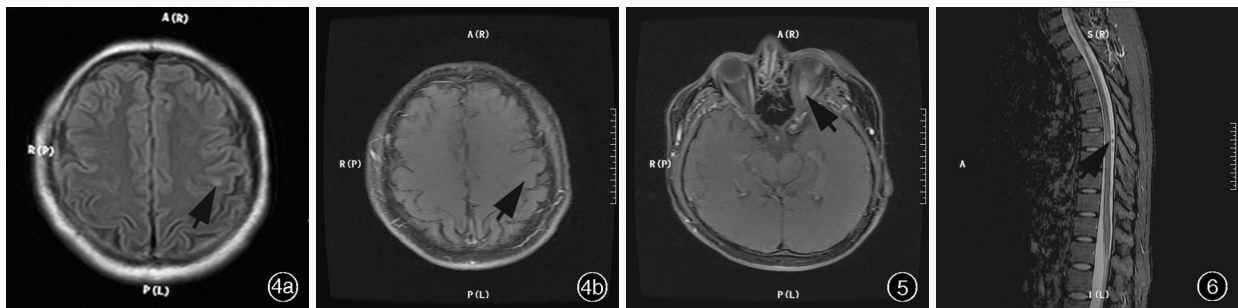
再次入院时头部 MRI 检查所见 4a 横断面 FLAIR 成像, 左侧额顶交界区皮质下可见小斑片状异常高信号影(箭头所示) 4b 横断面增强 T₁WI, 病灶呈轻度强化(箭头所示) 图 5 再次入院时视神经横断面增强 T₁WI 显示, 左侧视神经略增粗, 呈明显强化(箭头所示) 图 6 再次入院时全脊椎矢状位增强 T₂WI 显示, 下胸髓内条片状稍高信号影(箭头所示)
